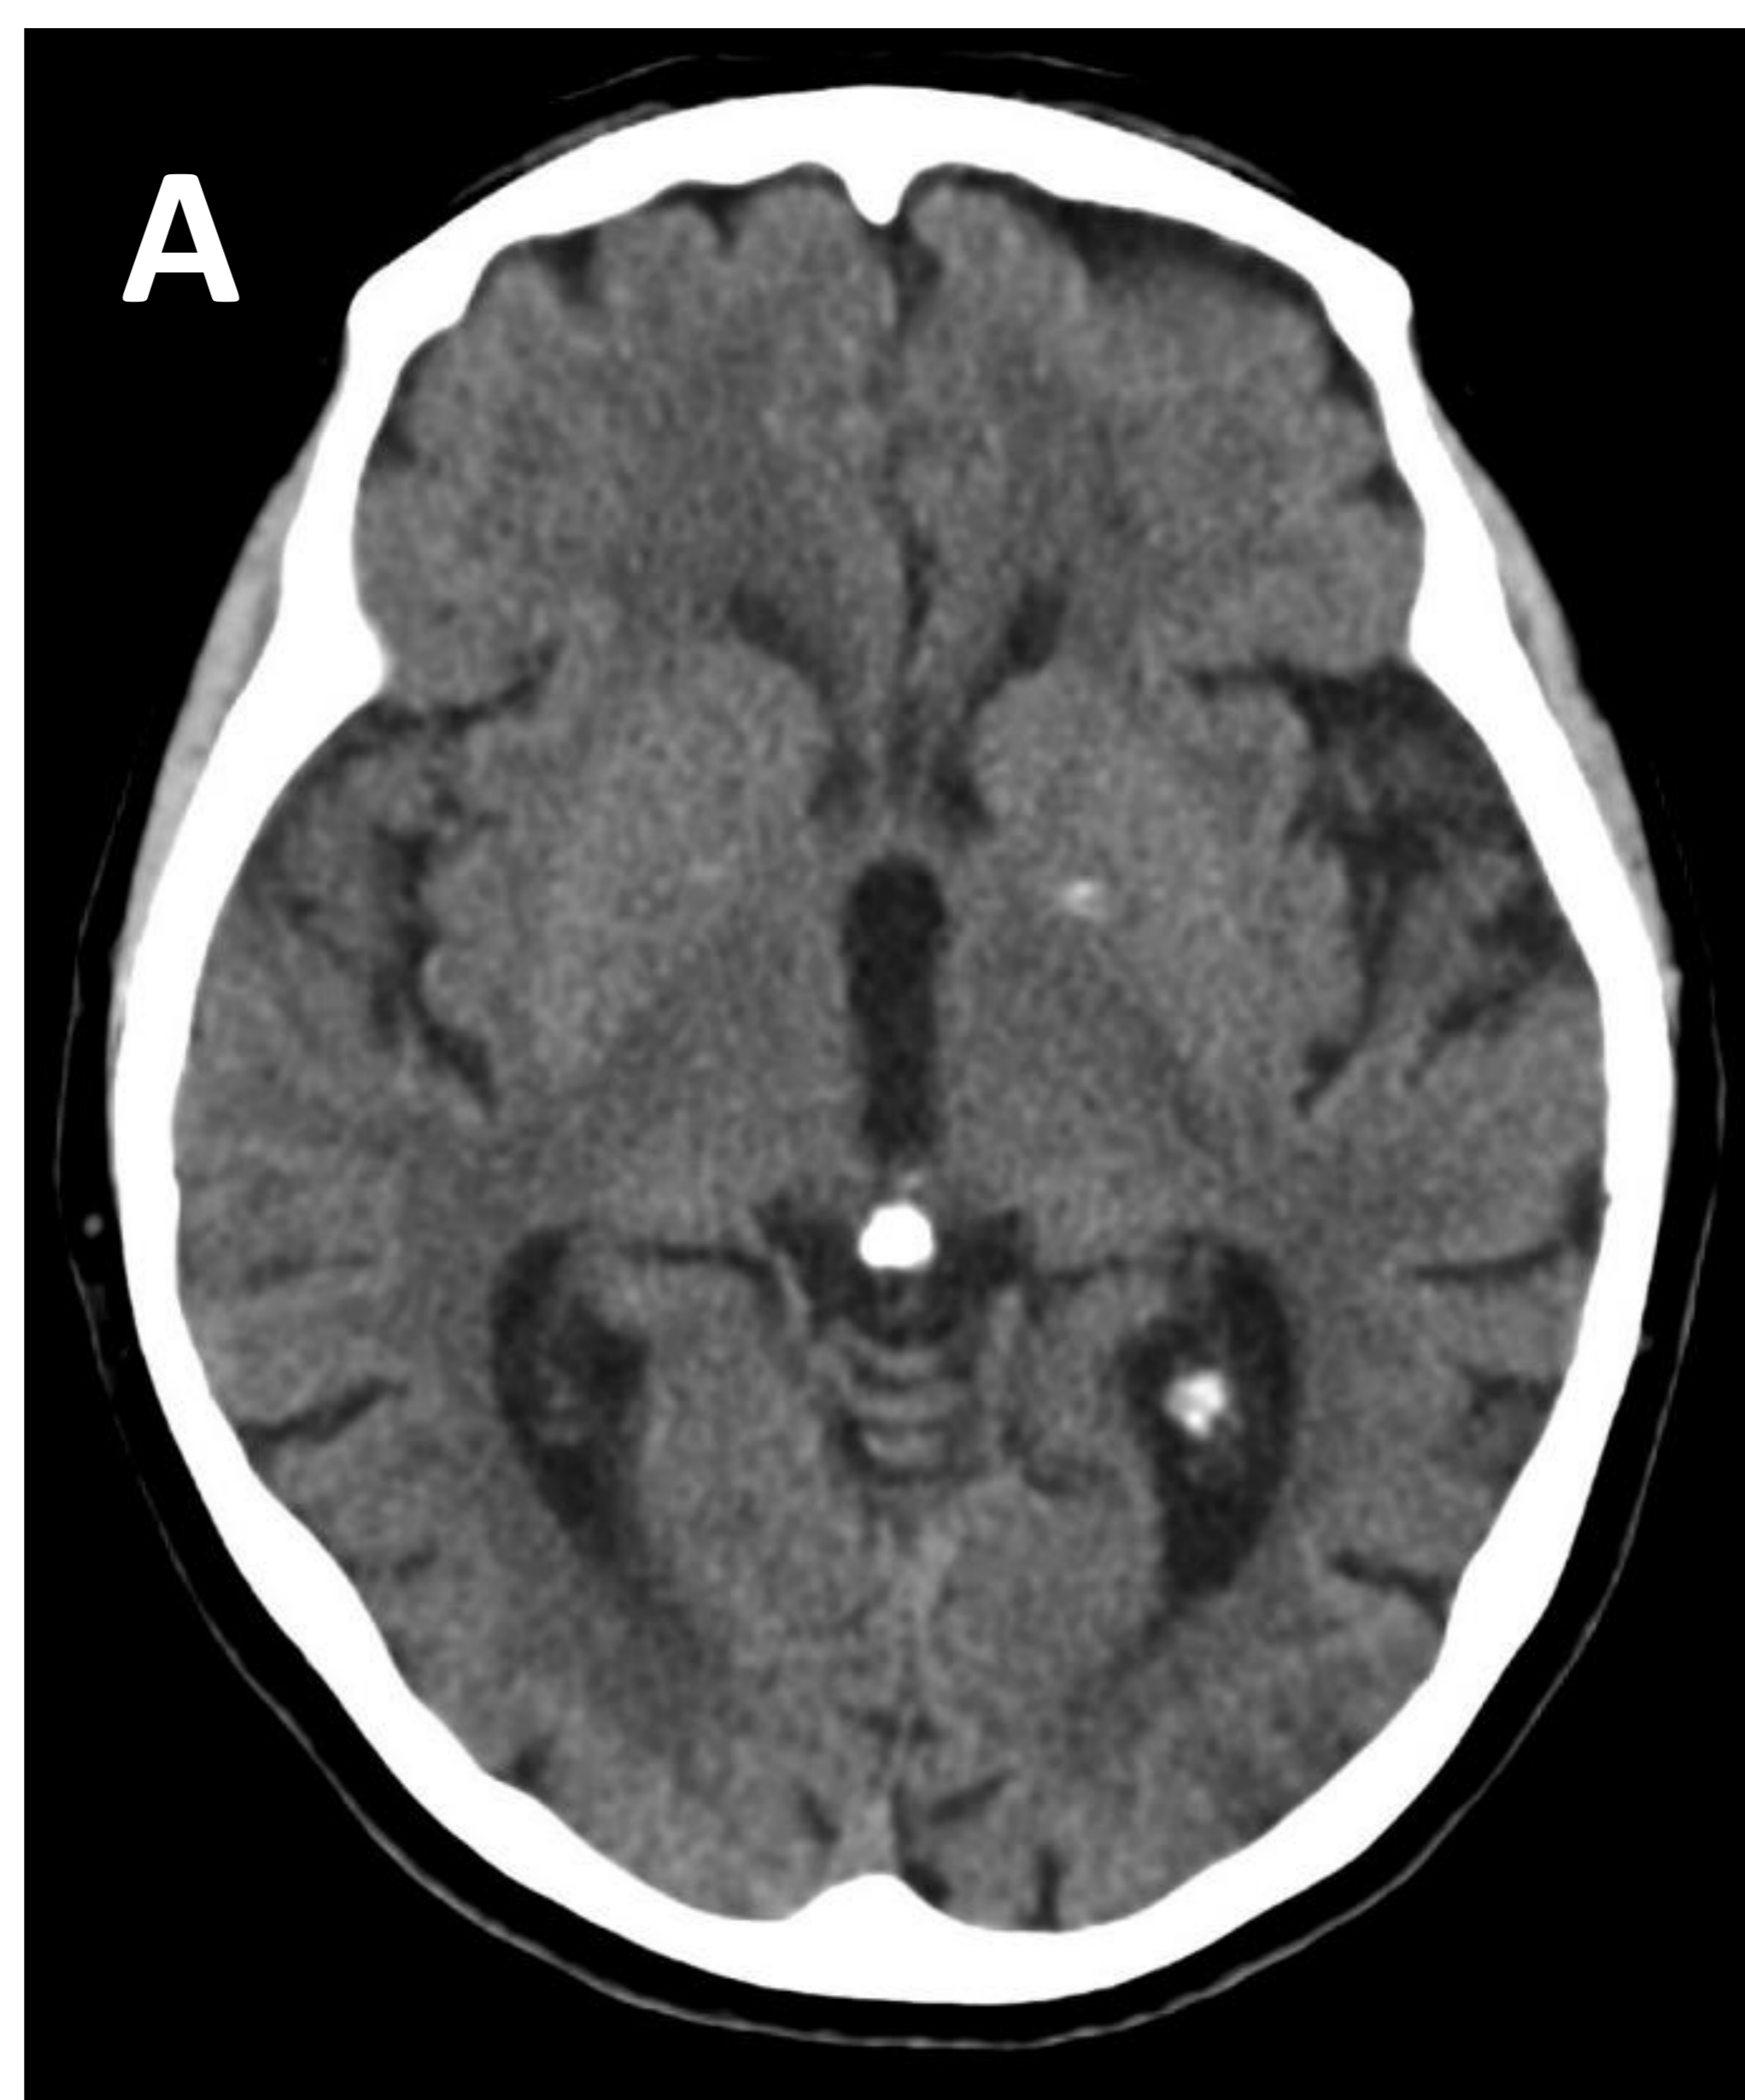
Paciente de 71 años sin antecedentes personales de interés. Acude a urgencias por TCE occipital accidental. Se realiza TC craneal en el que se observan tenues calcificaciones puntiformes en ambos ganglios basales, inespecíficas y probablemente secundarias a la edad (A). No se visualizan otras calcificaciones en las localizaciones típicas del Síndrome ni Enfermedad de Fahr (B y C).
